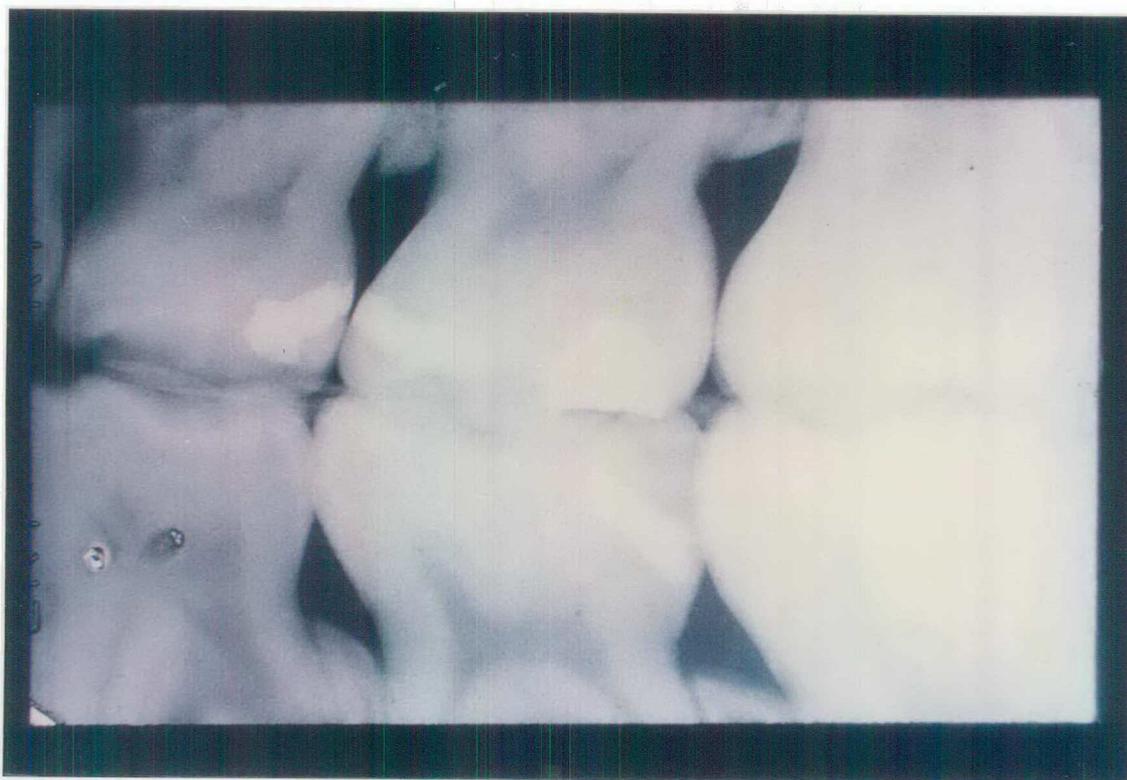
Radiografia onde se observa a restauração da figura 12 (D-64) aos 6 meses.
